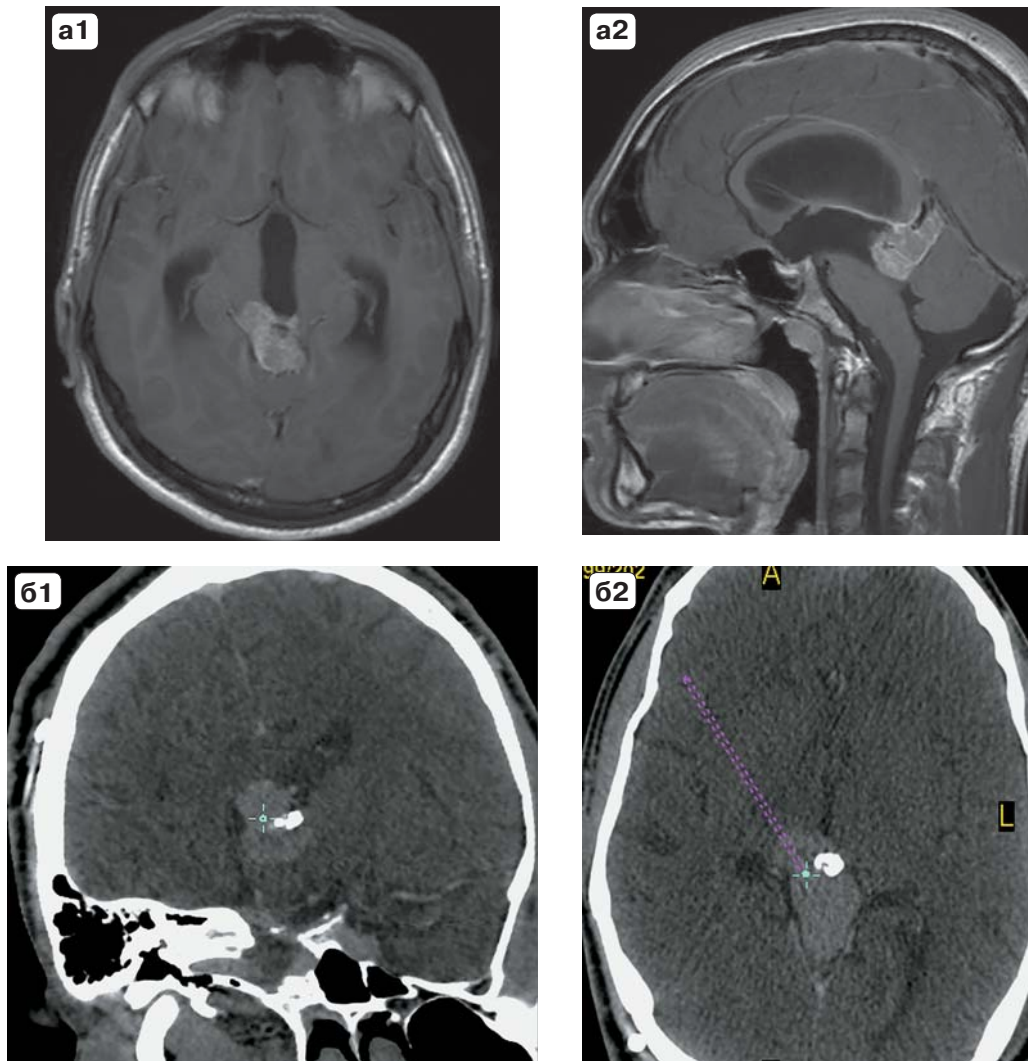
Выбор мишени и расчет траектории СТБ в наблюдении с герминомой пинеальной области по данным МРТ (а) и КТ (б) с контрастным усилением. КТ четко визуализирует кальцификат в строме опухоли, что позволяет избежать его при выборе конечной точки траектории СТБ.
